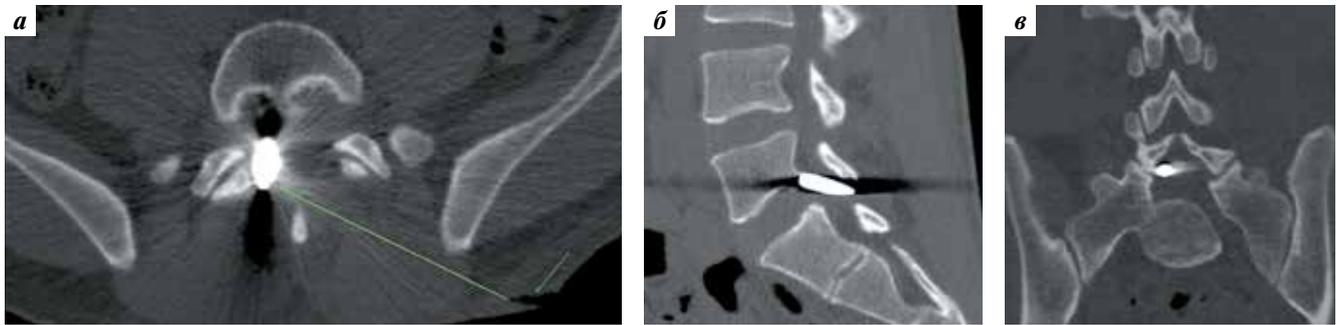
Компьютерная томография поясничного отдела позвоночника пациента Д.: а — аксиальная проекция; б — сагиттальная; в — фронтальная. При КТ-реконструкции визуализируется металлическое инородное тело (пуля) в правой половине позвоночного канала; стрелкой указано входное отверстие огнестрельной раны; линией отмечена примерная траектория прохождения пули через мягкие ткани
